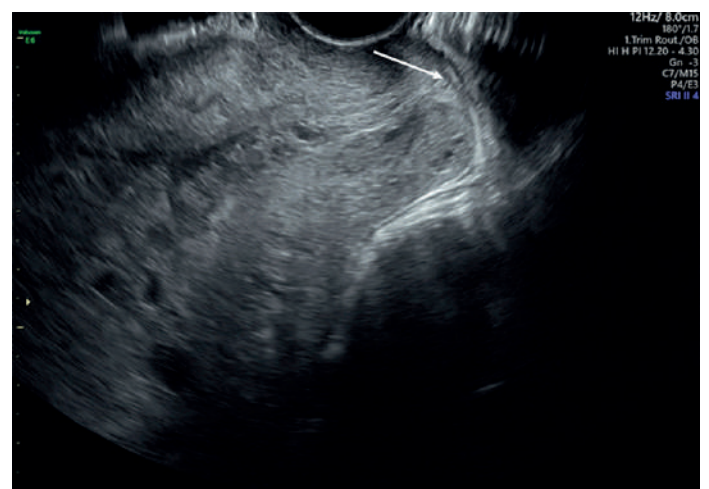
Ecografía pélvica transabdominal que evidencia la morfología placentaria. La flecha muestra múltiples vesículas en su interior y numerosos espacios quísticos (imagen en “panal de abeja”) que corresponden a las vellosidades coriónicas marcadamente hidrópicas.
